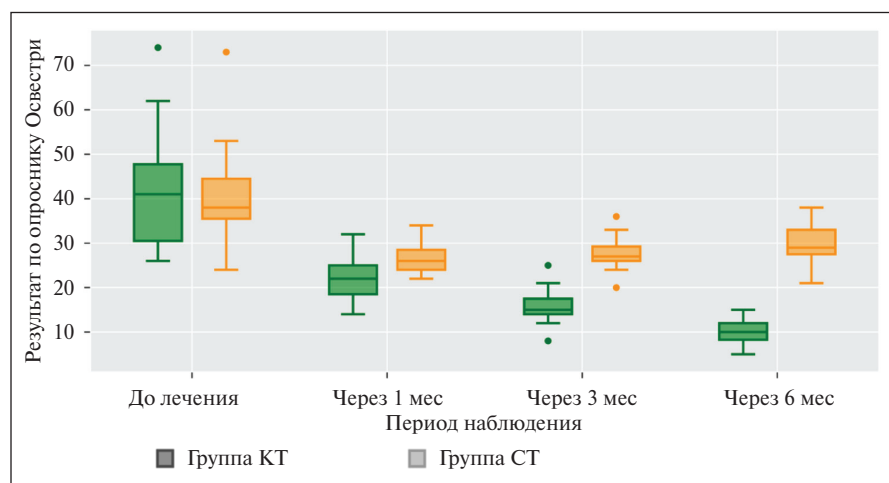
Степень нарушения жизнедеятельности по опроснику Освестри до лечения, через 1, 3 и 6 мес в группах КТ и СТ
